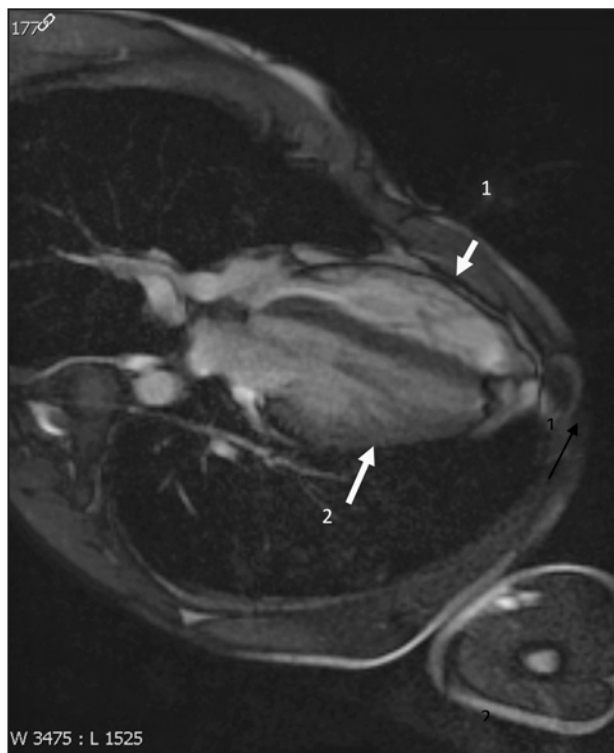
RM toràcica: eix cardíac desplaçat a l'esquerra. 1: agènesi de pericardi esquerre; 2: parènquima pulmonar sota el ventricle.
